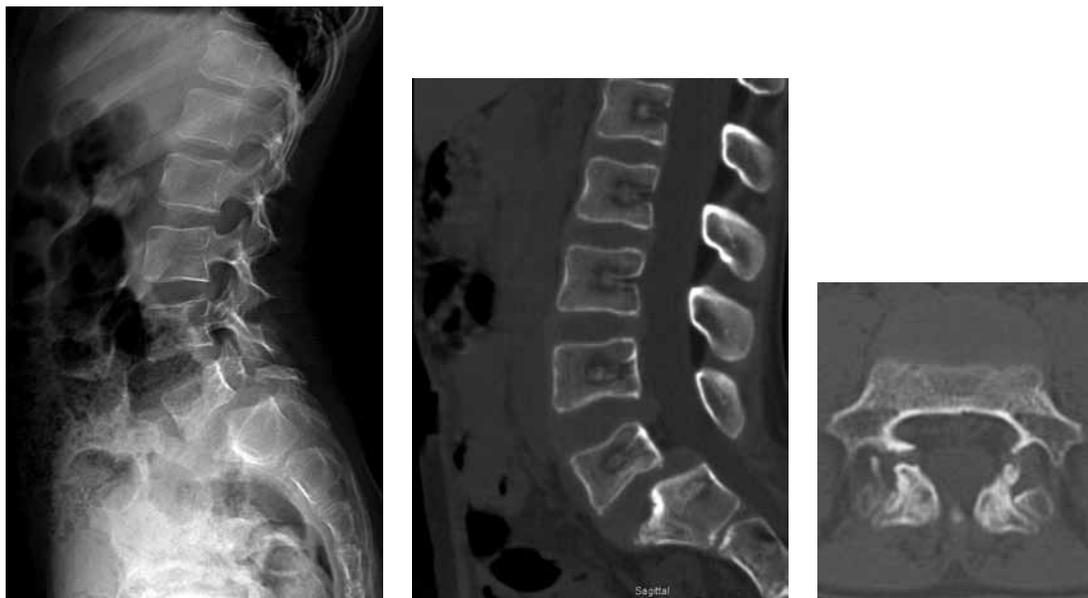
МСКТ поясничного отдела позвоночника до операции
